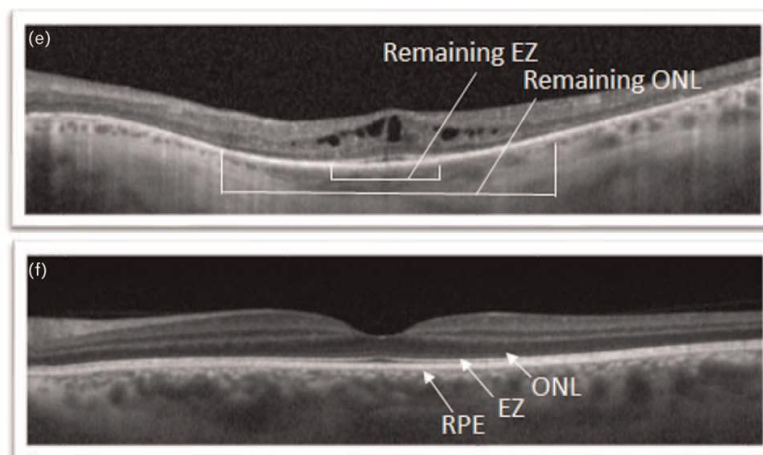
Tomografía de coherencia óptica (OCT) donde se muestra EMC, secuela común de la RP, e isla foveal central de la zona elipsoide y capa nuclear externa con atrofia circundante (e), y OCT normal donde se señala el epitelio pigmentario de la retina (RPE), zona elipsoide (EZ) y capa nuclear externa (ONL) normal (f)<sup>2</sup>
